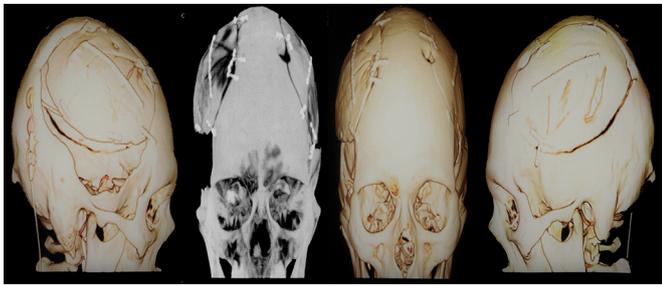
Pós-operatório (TC).
